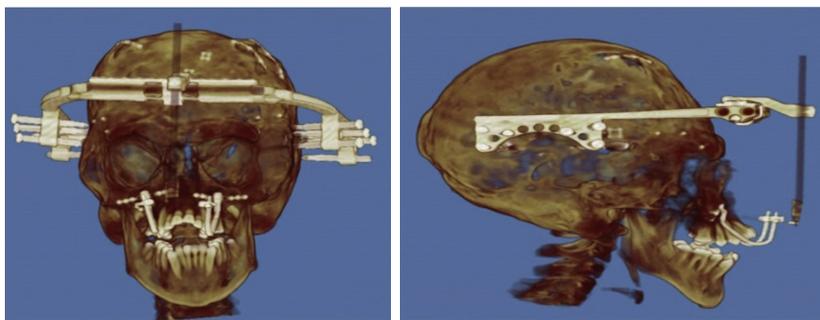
Tomografía de distracción ósea
